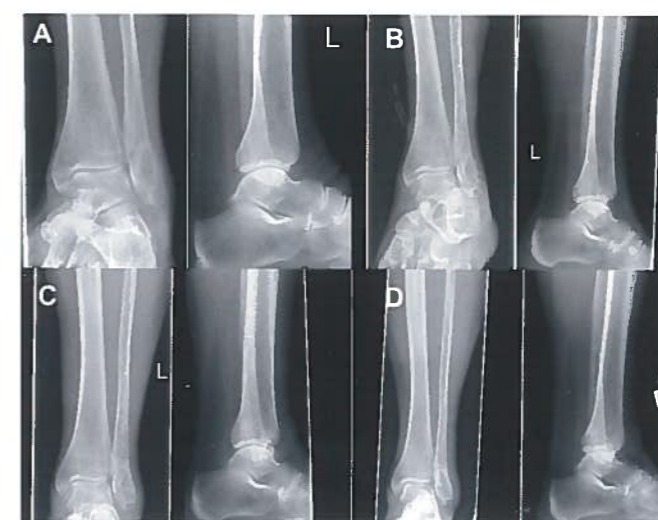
Röntgenbild einer 76-jährigen Patientin mit einer Fraktur nach AO Typ 44 B1.1 (A, präoperativ), die mit IlluminOss®, dem photodynamischen Knochenstabilisierungssystem, behandelt wurde. Die postoperativen Ergebnisse nach 6 (B) und 12 Wochen (C) sowie nach 13 Monaten (D) zeigen eine ausgezeichnete Frakturheilung
